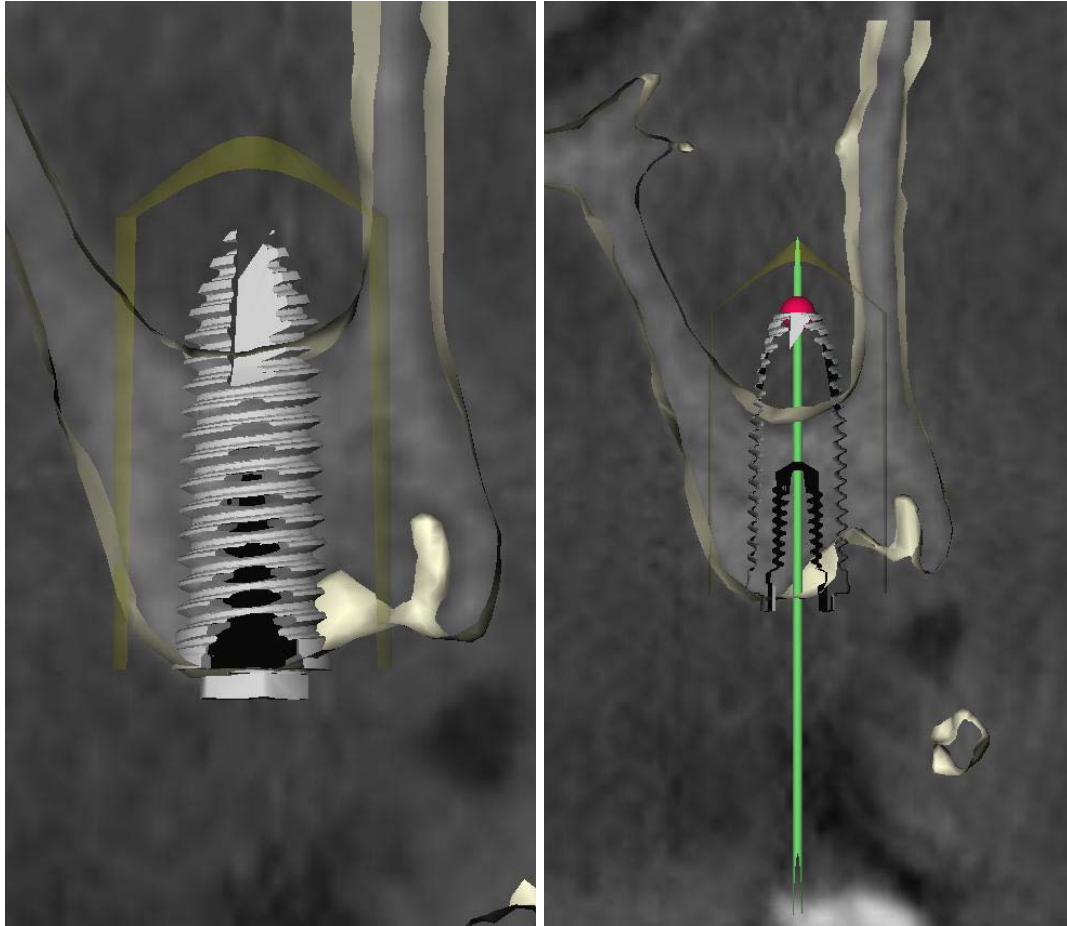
Paciente de la biopsia 2. Imágenes de la planificación pre-operatoria de la colocación de implantes dentales en la TC de haz cónico. Visualización de la calidad ósea de la sección del hueso alveolar del maxilar superior.
